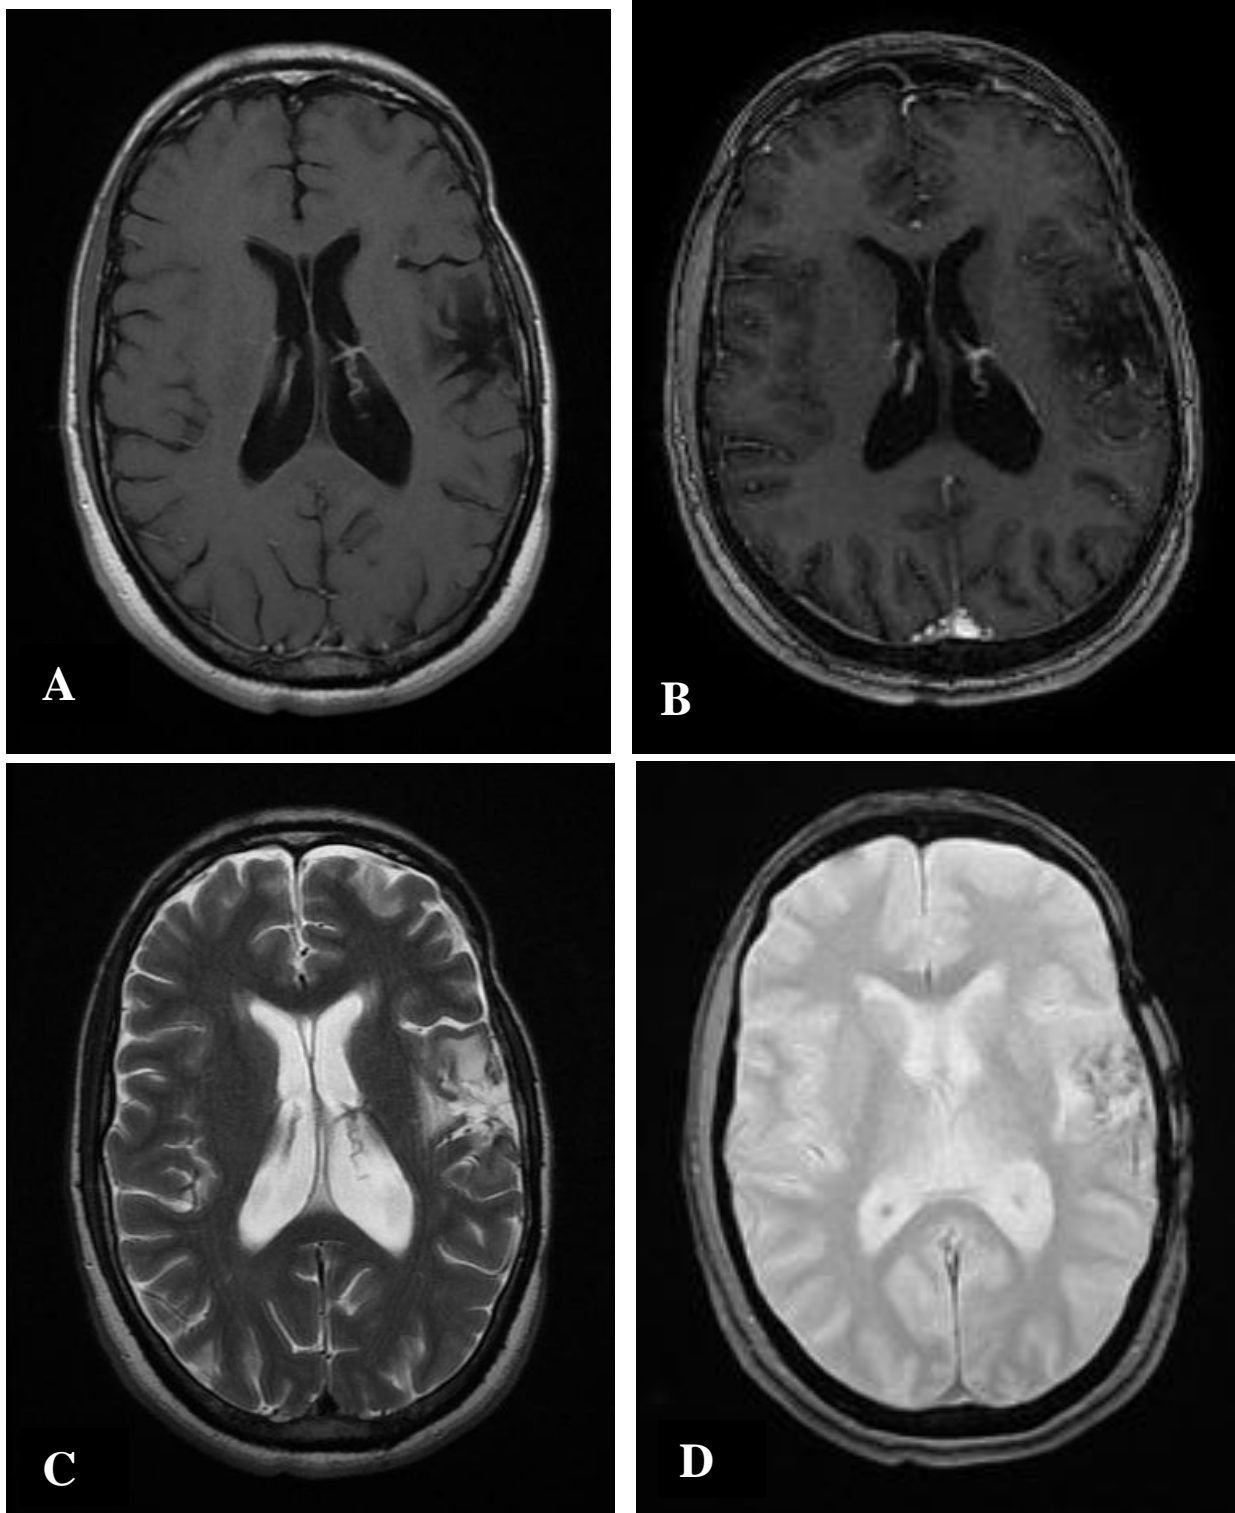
IRM cérébrale de contrôle faite en Décembre 2014, en coupes axiales, séquence pondérée T1 sans contraste (A) et avec contraste (B), séquence T2 (C) et en écho de gradient (D) montrant une cavité séquellaire temporale gauche sans aucun signe de récurrence tumorale.
